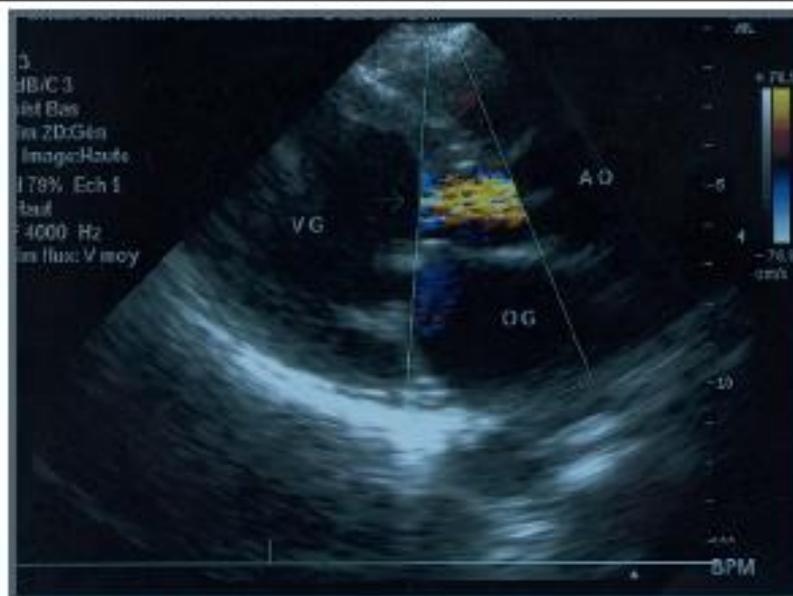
Doppler couleur : flux régurgitant d'insuffisance aortique.
